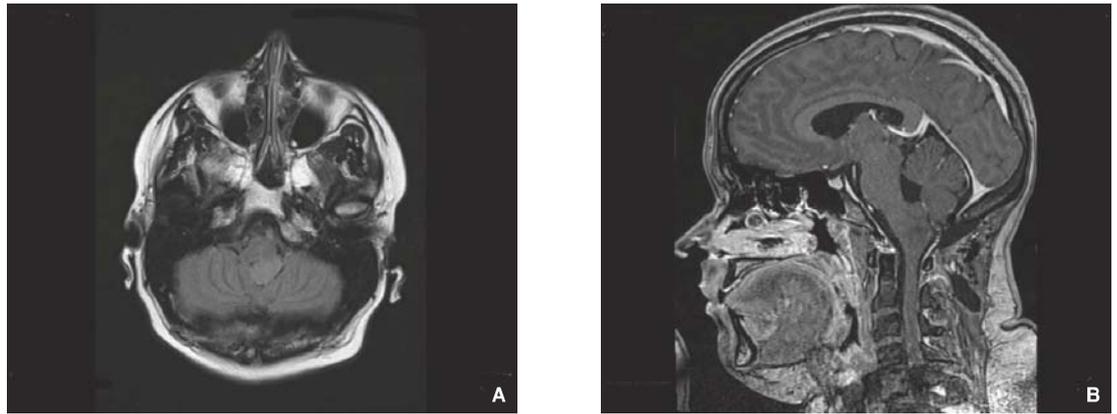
Gliome du tronc envahissant la partie postérolatérale gauche du bulbe. Imagerie par résonance magnétique (IRM) en pondération T1.
